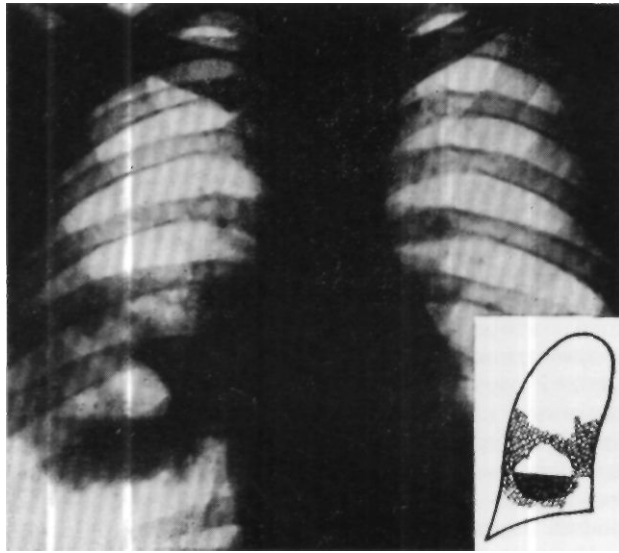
Рентгенограмма больного И. Справа, в нижнем легочном поле определяется полость значительных размеров с горизонтальным уровнем жидкости. Вокруг полости легочная ткань инфильтрирована.
